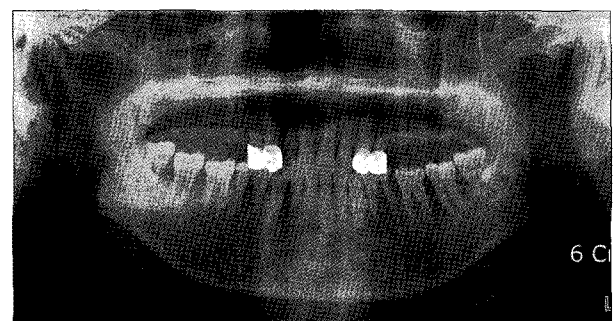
Initial panoramic radiograph of the case 1 patient. Sequestra was formed on Left mandibular body area with dental caries of the left lower second premolar.
